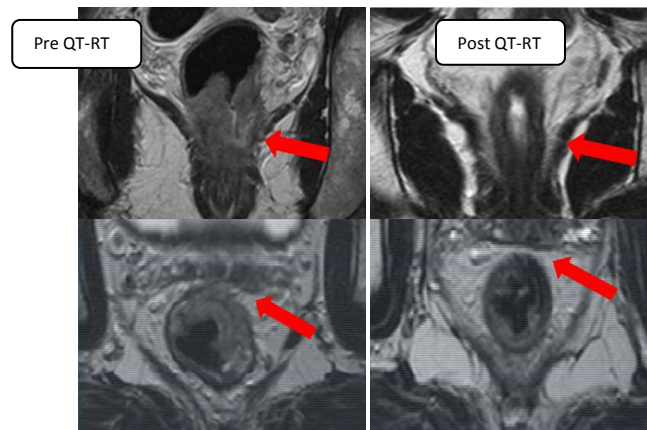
Valoración de respuesta con RMN tras tratamiento preoperatorio.
